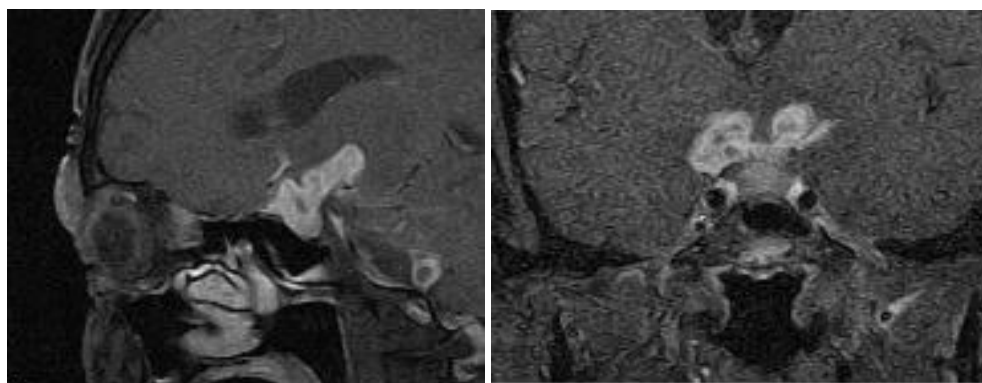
Оптохиазмальный арахноидит (данные МРТ)
